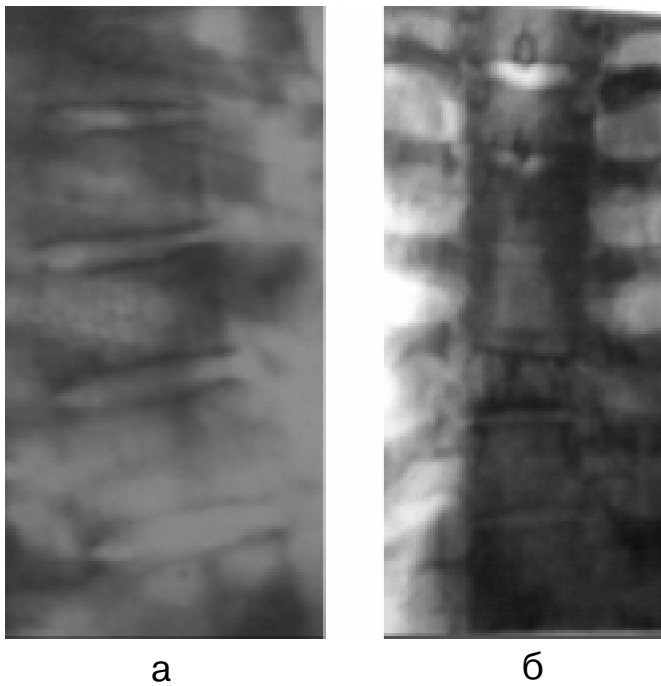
Рентгенограми грудного відділу хребта хворої Т.: а — бічна; б — пряма. Визначаються чарунковість структури тіла Th XI зі зниженням його висоти в передніх відділах на 1/3 з проявами компресії
